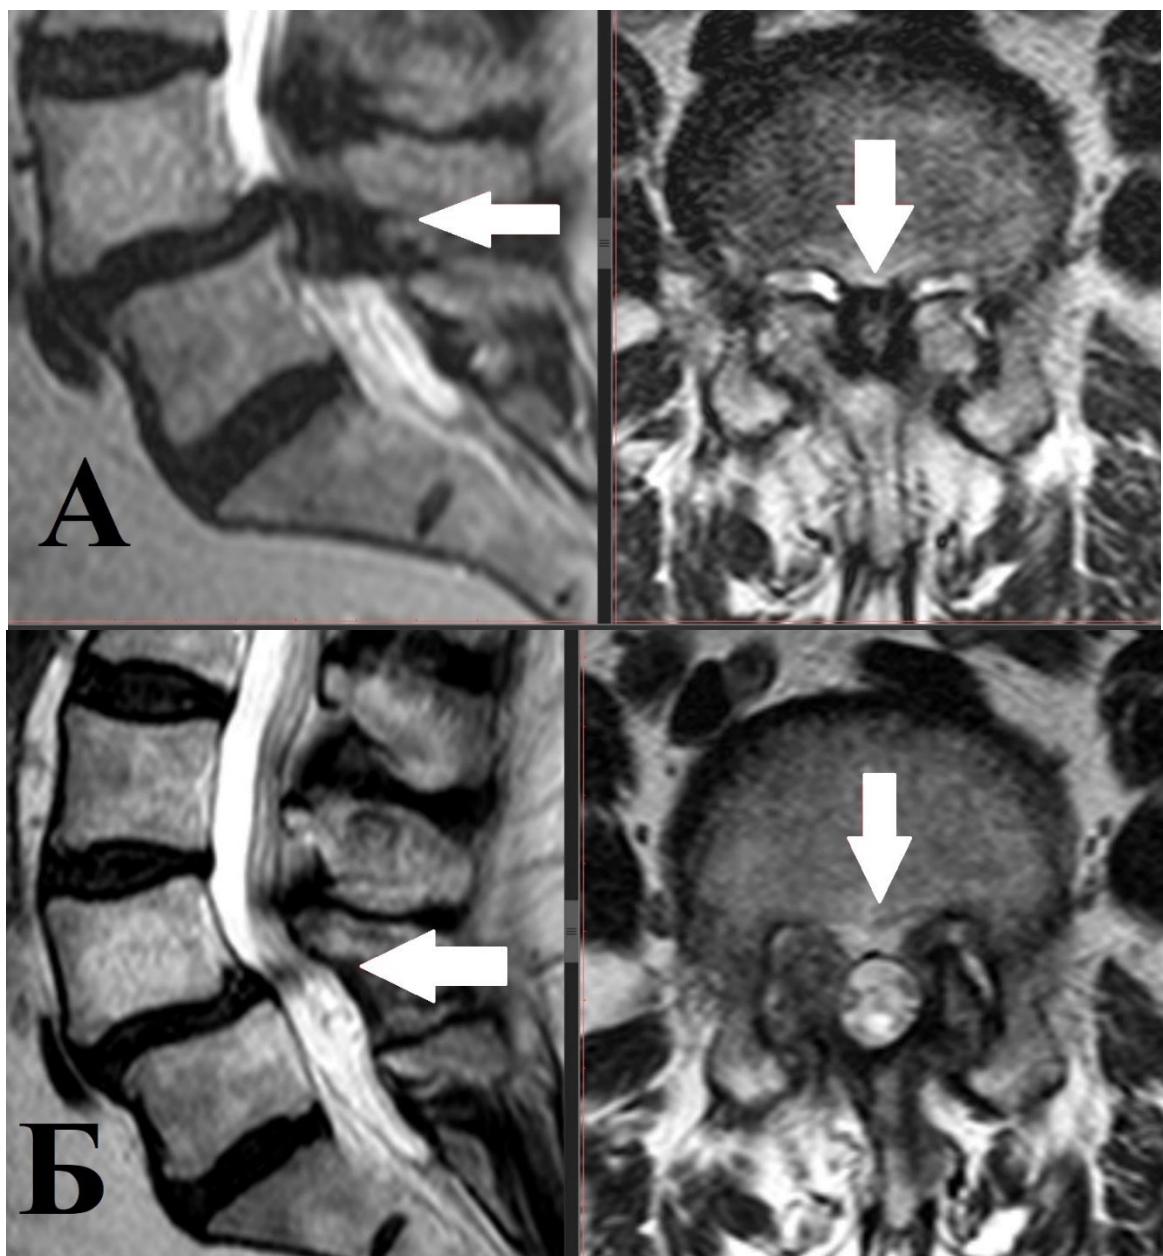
МРТ пациентки Н-вой (И/б 279-2018) до (А) и после (Б) оперативного лечения
